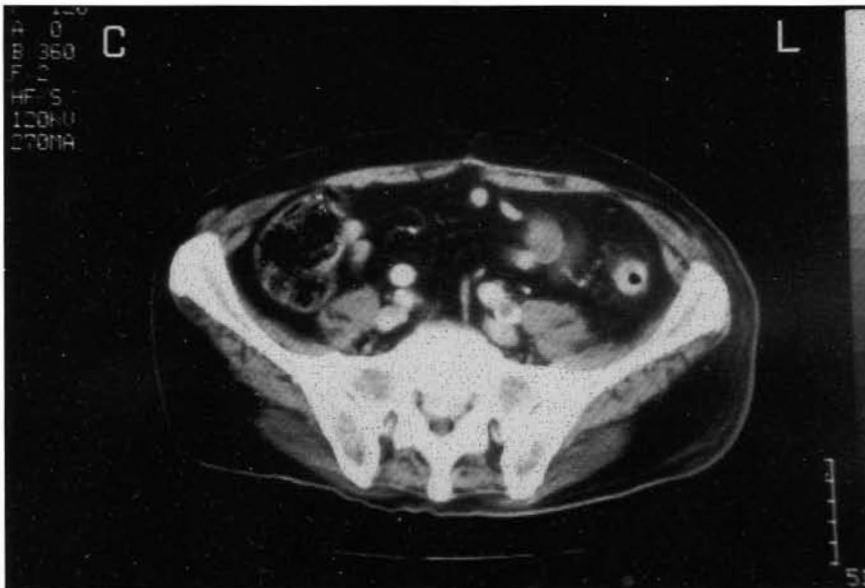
TAC abdominal-pélvico; Prótesis de Dacron del by-pass aortobifemoral realizado tres años antes perfectamente integrada a los tejidos de alrededor, sin líquido ni gas periprotésico.
